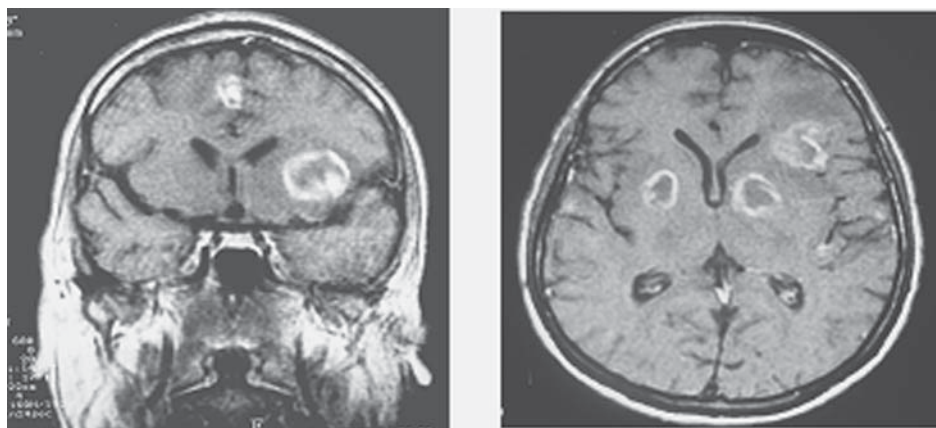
Toxoplasmosis. Estudio de imágenes por resonancia magnética en un paciente con VIH y diagnóstico de toxoplasmosis cerebral. Obsérvese la presencia de múltiples lesiones anulares intraparenquimatosas.
